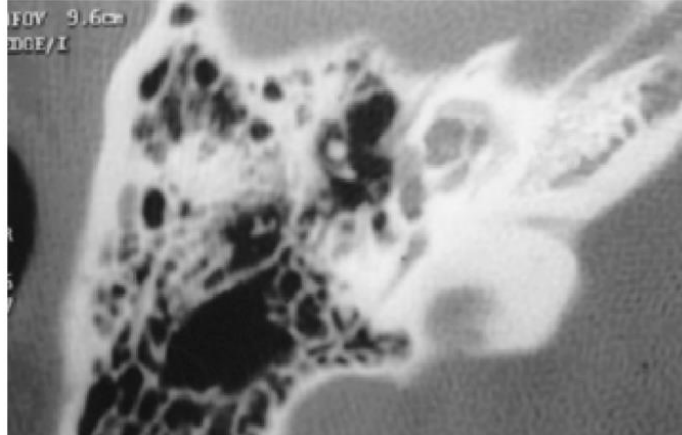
TC en corte axial, mostrando un halo en el contorno de la cóclea en un paciente con otosclerosis. Tomado de: Shin YJ, Calvas P, Deguine O, Charlet JP, Cognard C, Fraysse B. Correlations between computed tomography findings and family history in otosclerotic patients (2001).
